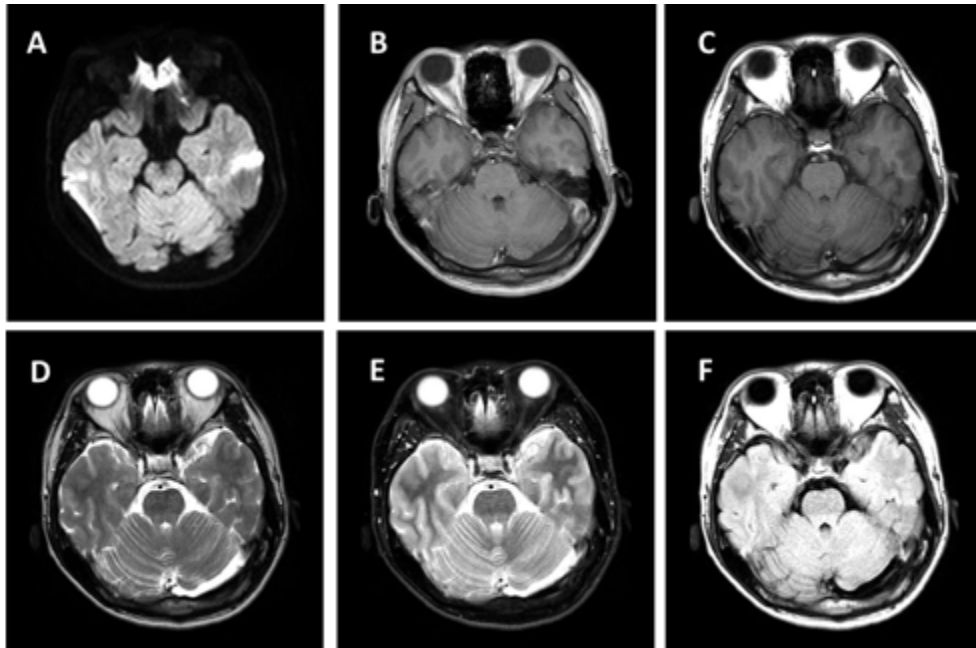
Brain MRI under no orthodontic appliance (control)
